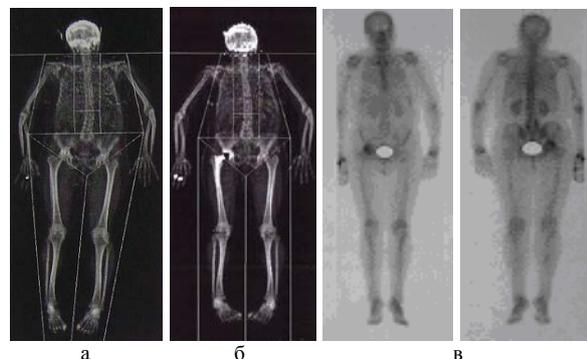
Рентгенограммы скелета: а – рентгеновская абсорбциометрия при поступлении; б – через год после артропластики; в – остеосцинтиграфия скелета после артропластики
